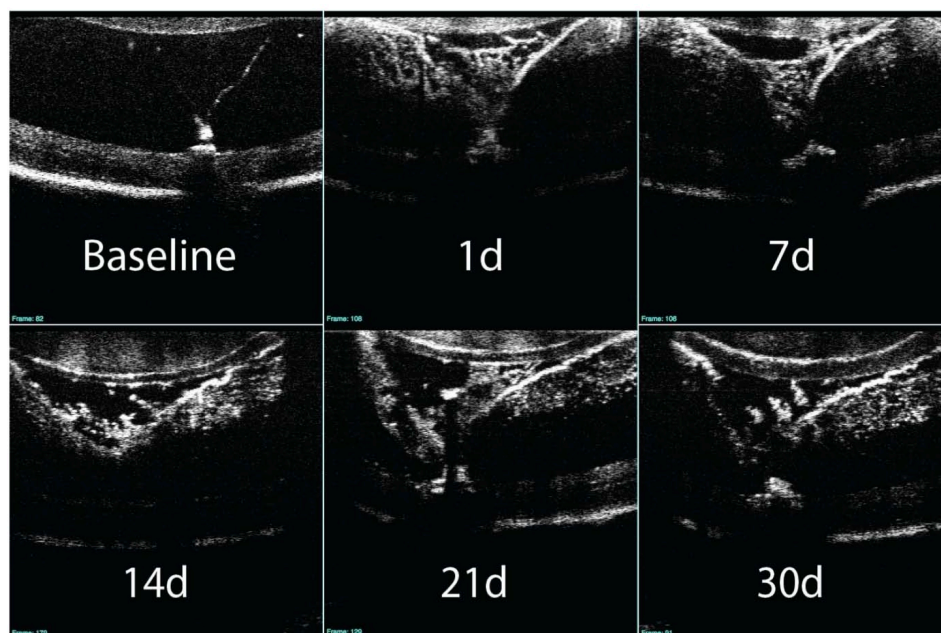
Imágenes de ojo de ratón inyectado a nivel intravítreo con nanobastones de oro (GNR). Señal altamente reflectante con dispersión en la cavidad vítreo en la tomografía de coherencia óptica del ratón inyectado con nanopartículas de oro. Las nanopartículas se dispersan en el vítreo, delineando su estructura. Evolución en el día 0, 1, 7, 14, 21 y 30. Tomado de Gabriele (Gabriele, 2010)
